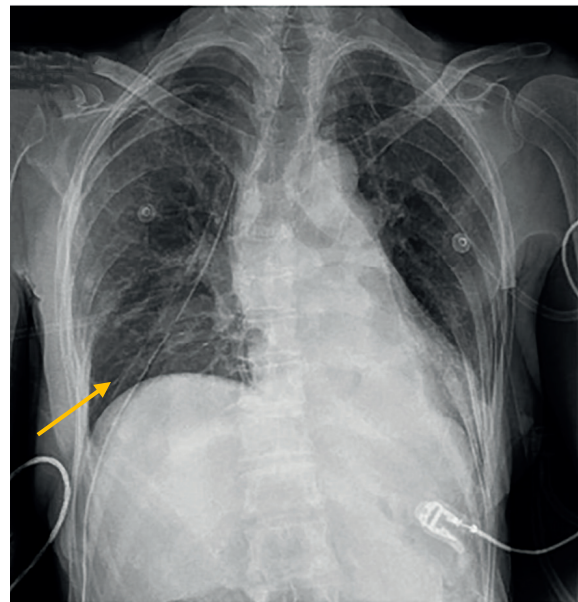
Radiografía de tórax portátil en el posoperatorio, con desviación del cardiomediatino hacia el lado izquierdo, pulmones simétricos y tubo de toracostomía cerrada en el lado derecho. No se observa derrame pleural ni neumotórax.
